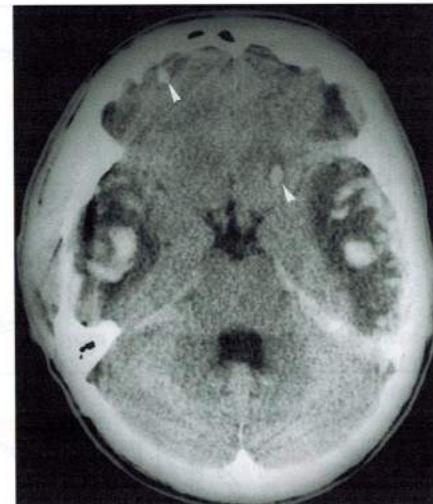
КТ-изображение контузионного очага.
